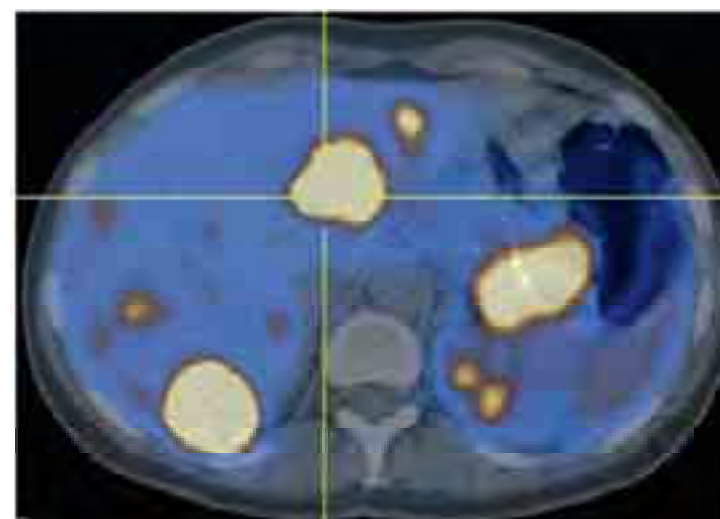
PET/CT scans performed after 300 GBq of ^{177}Lu DOTATATE administration. Tumor uptake is significantly reduced after administration of ^{177}Lu DOTATATE.
